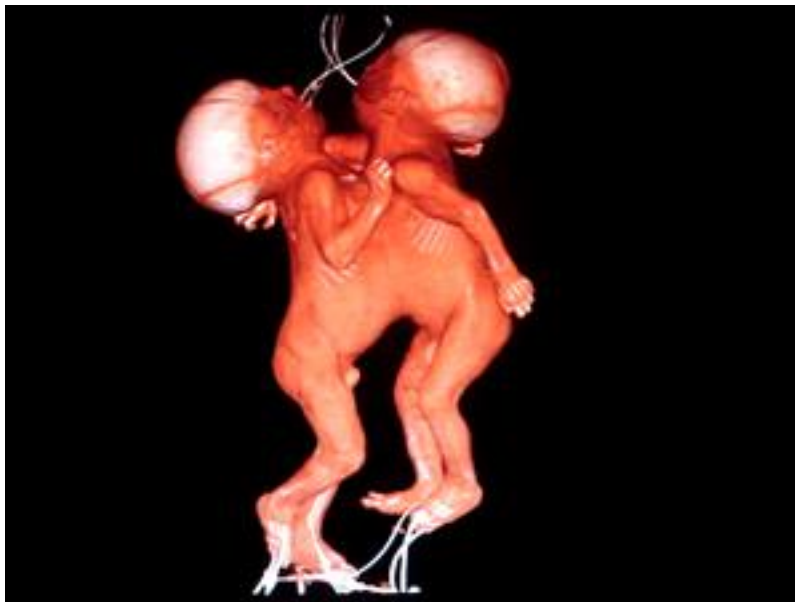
Reconstrucción tridimensional volumétrica de la tomografía computada multicorte que muestra la superficie ventral de unión de los gemelos desde el esternón hasta el ombligo.
